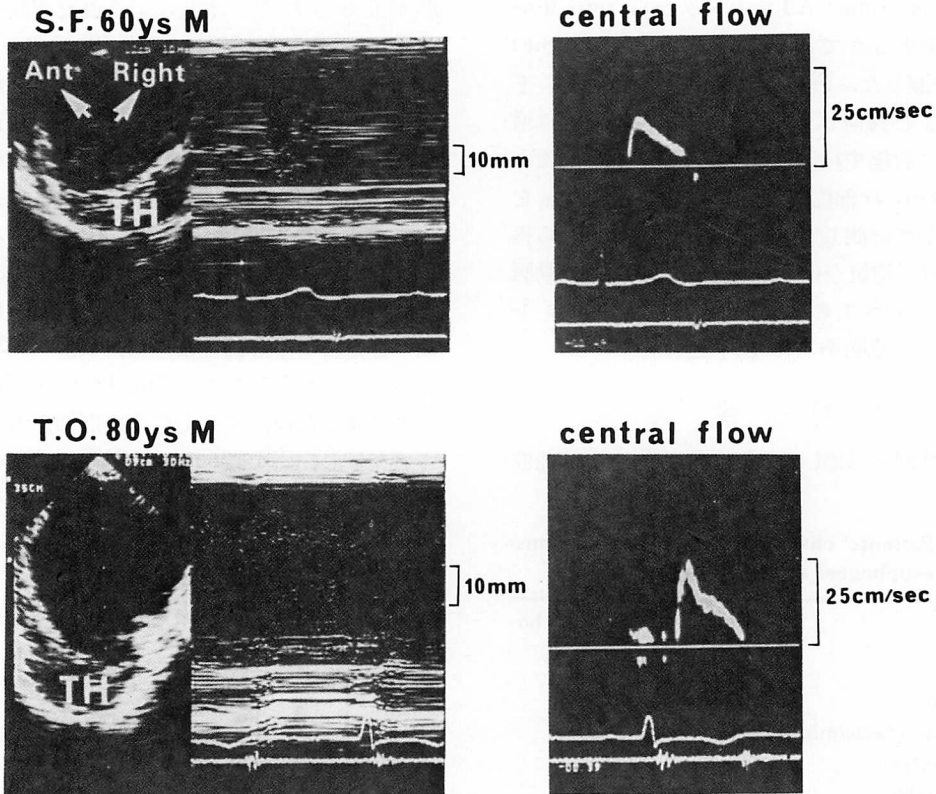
Representative examples of two-dimensional and M-mode echocardiograms of true aneurysm at the descending aorta with mural thrombi (left panels), swirling echoes (center panels), and flow velocity signals in the aneurysm (right panels).
